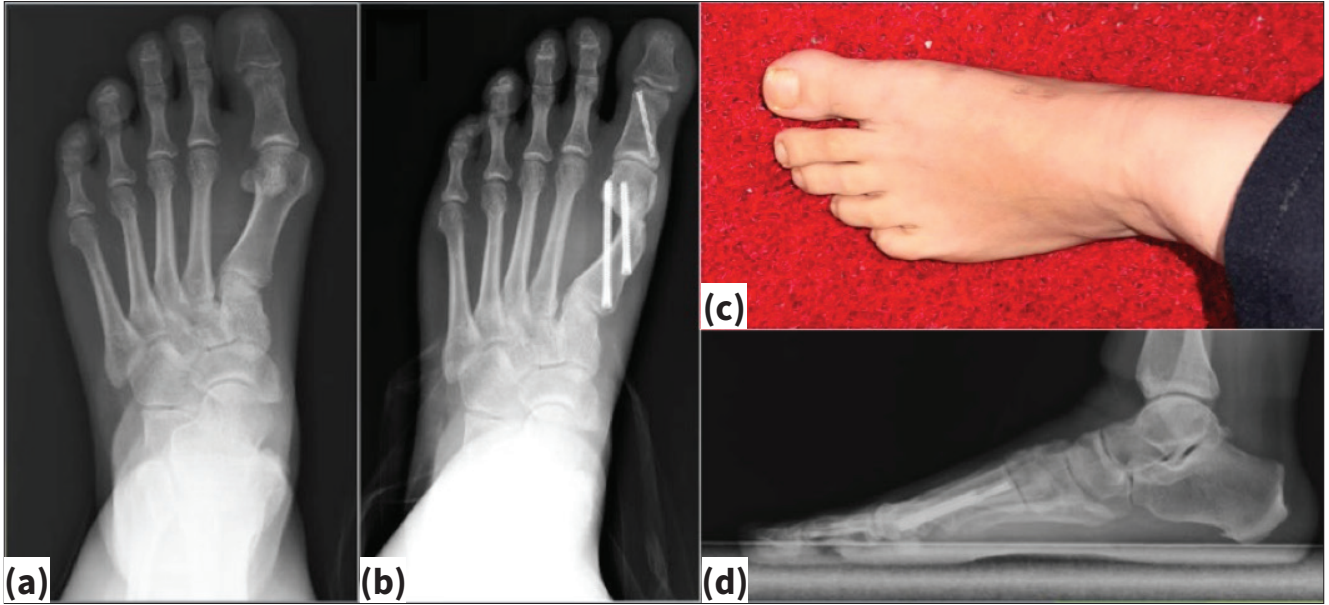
a-e. Otuz yaşında kadın hastanın ameliyat öncesi sağ ayak basarak ön-arka radyografisi (a), cerrahi sonrası birinci yıl sağ ayak basarak ön-arka radyografi (b), cerrahi sonrası sağ ayak birinci yıl klinik düzelmeye önden görünüş (c), cerrahi sonrası birinci yıl minimal yara izi (d), cerrahi sonrası birinci yıl basarak tam yan radyografi (e).
